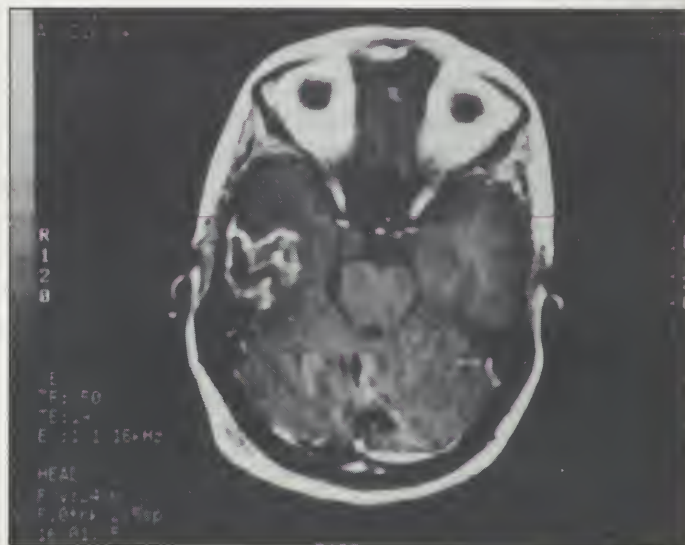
Preoperative T1 MRI with gadolinium contrast enhancement showing a right temporal lobe lesion, (a) axial (TR 350 TE19), (b) coronal (TR 400 TE 19).
